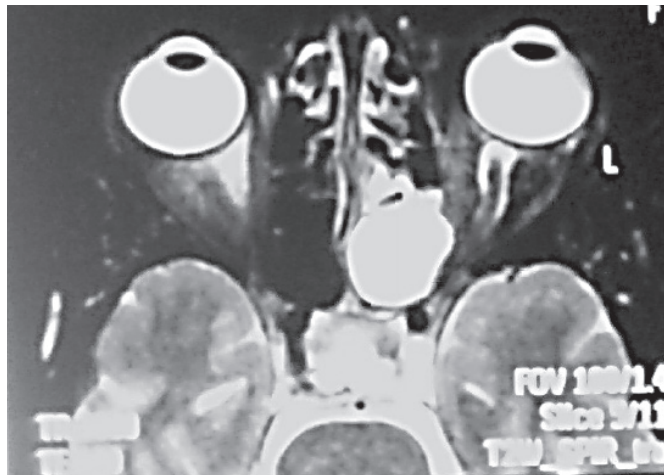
IRM cranio-orbitaire
